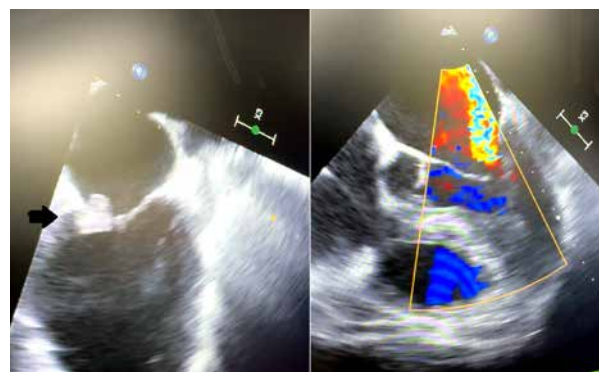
Ecografie transesofagiană - ruptură mușchi papilar;
